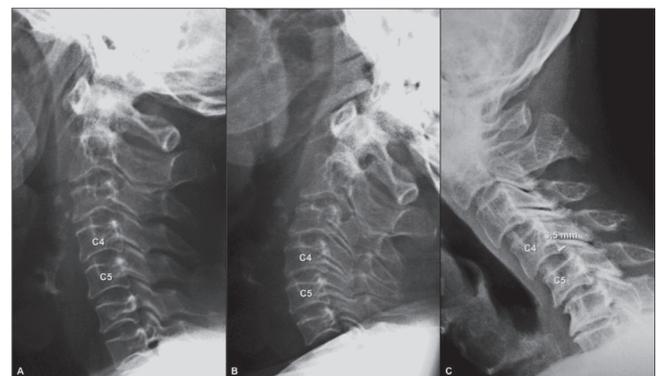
Radiografias de coluna cervical em perfil neutro (A), em extensão (B) e em flexão (C). Nota-se deslizamento anterior de 3,5 mm do corpo vertebral de C4 sobre o de C5 somente na incidência em flexão (C) indicando instabilidade subaxial.
